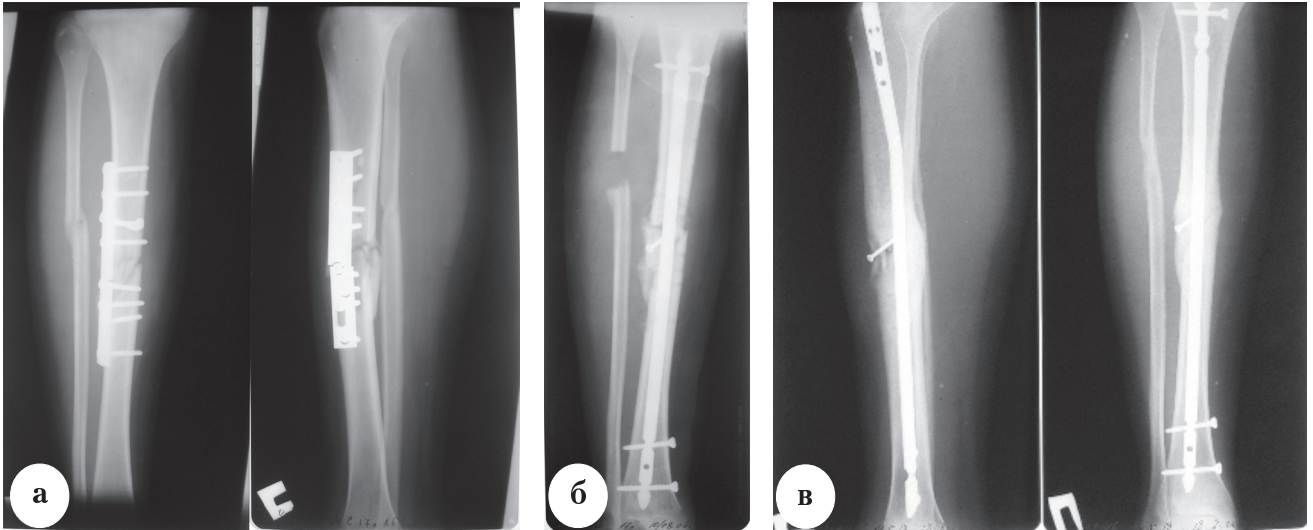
Рентгенограммы костей голени после применения ИМО и свободной костной пластики: а – ложный сустав, поломка пластины через 10 месяцев после операции; б – пластина удалена, ИМО, костная аутопластика фрагментом малоберцовой кости; в – сращение через 12 месяцев после операции
